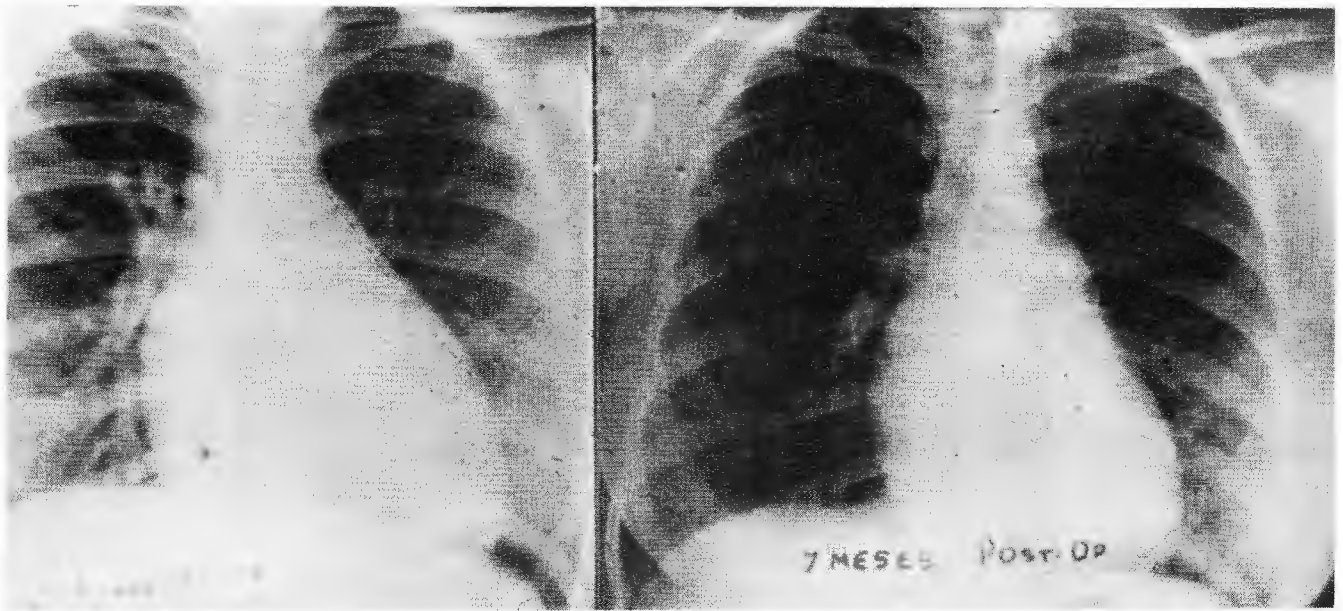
Radiografías comparativas pre y postoperatorias de una niña de 14 años a quien se le colocó una prótesis valvular aórtica. Nótese la reducción a lo normal del tamaño del corazón 7 meses después.
